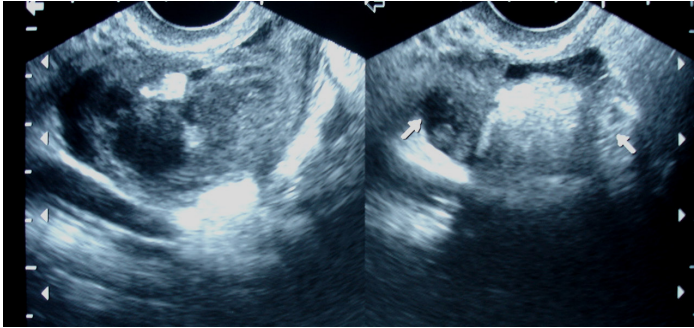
Quiste dermoide. Ultrasonido que muestra una masa compleja de ecogenicidad heterogénea.
